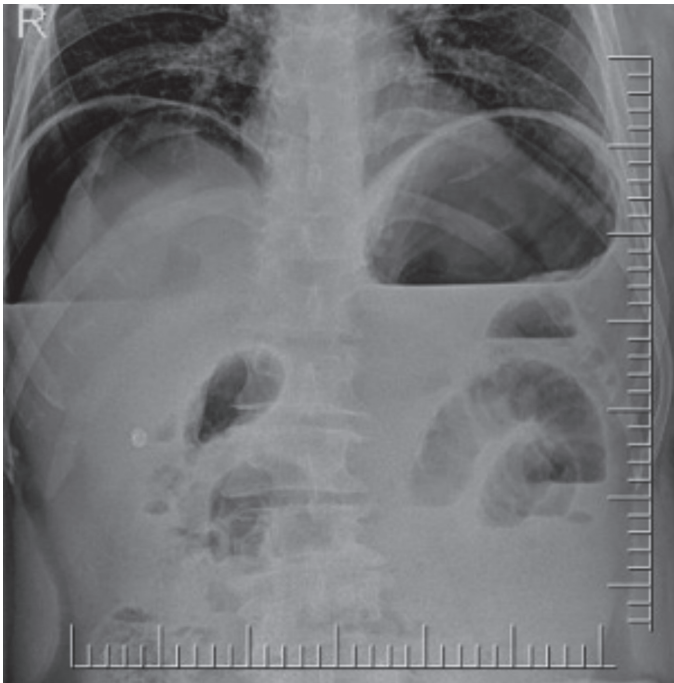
Pronounced pneumoperitoneum is apparent on abdominal X-ray
